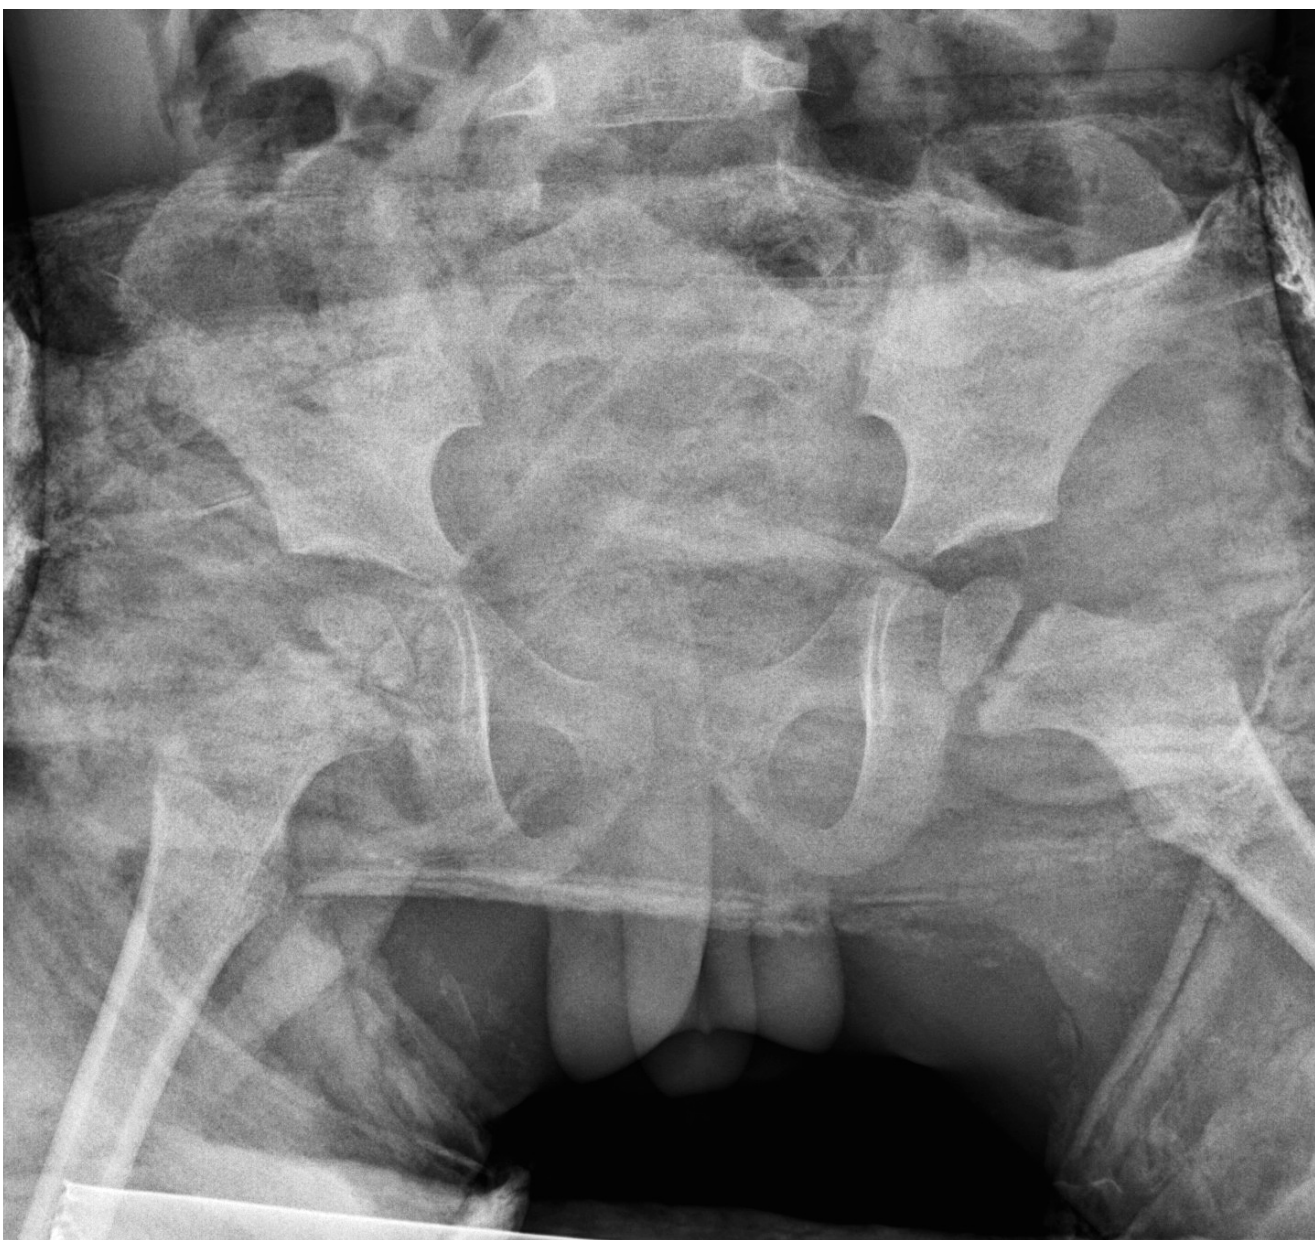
Radiografía de pelvis a las 4 semanas (con yeso pelvipédico) que confirma que se mantiene la reducción.
